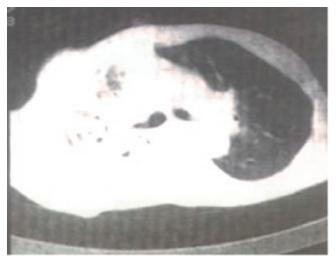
МСКТ-картина эмпиемы плевры справа.
